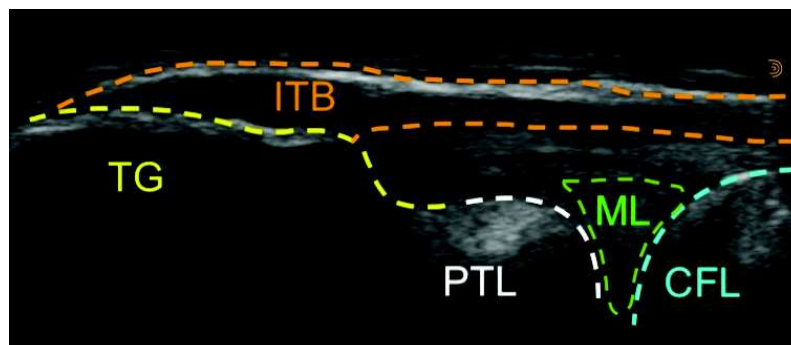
échographie de la bande ilio-tibiale en regard du tubercule de gerdy.
